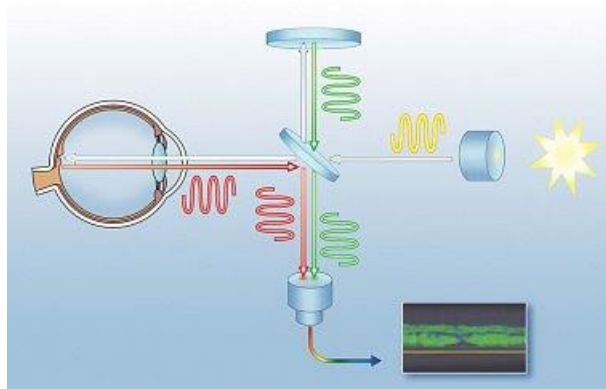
Принцип дії оптичного когерентного томографа
